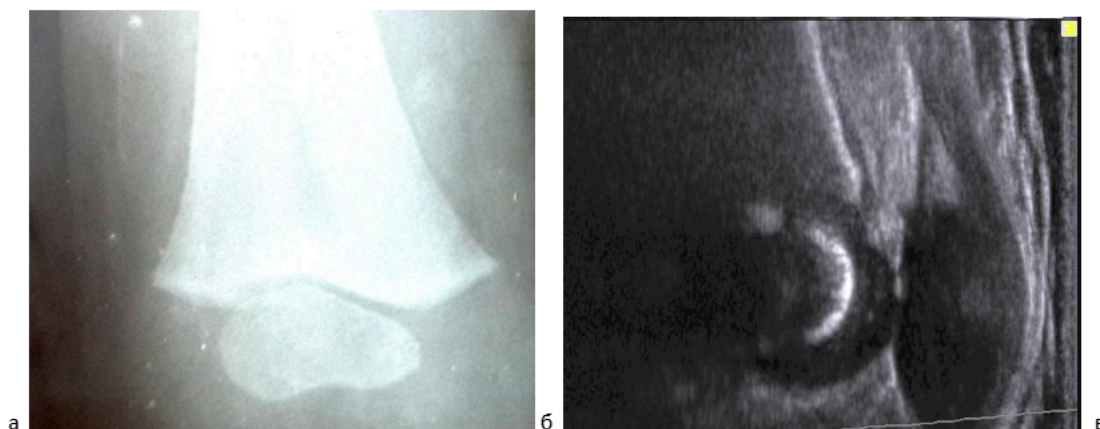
Рентгенограмма и эхограмма эпиметафизарных зон ребенка из второй группы, возраст 1,5 г
